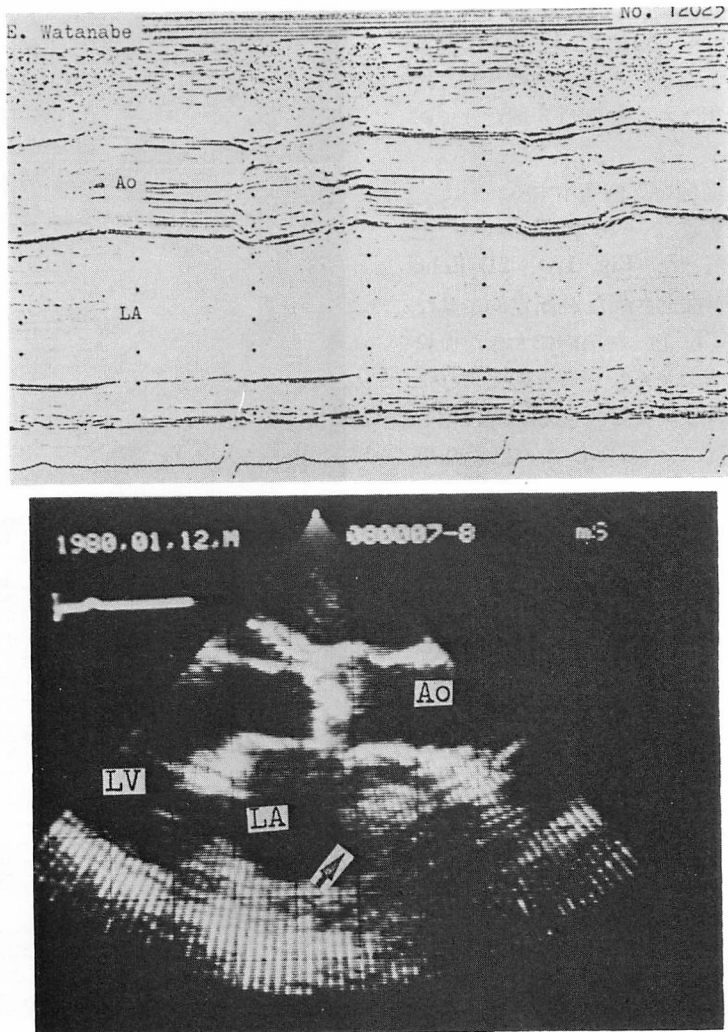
M-mode echocardiography and two-dimensional echocardiography in patient 1 (69 years, male).
